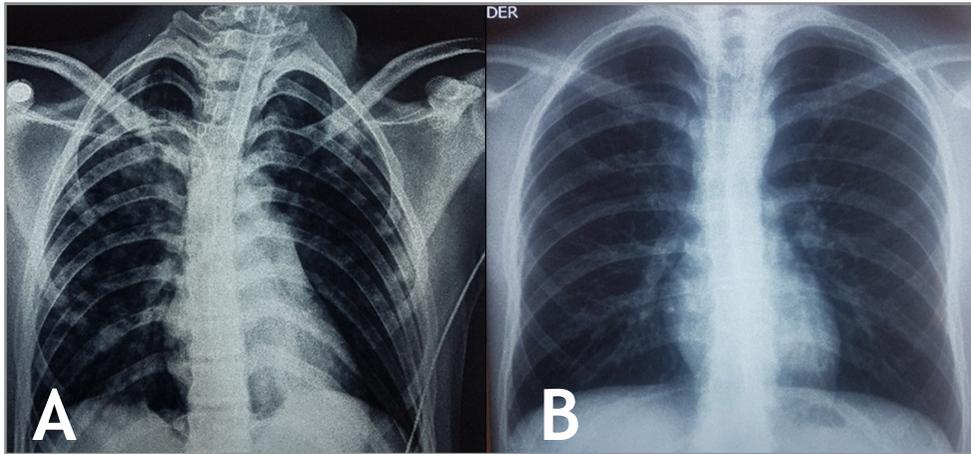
Radiografía de tórax al ingreso (A) y al egreso (B) del paciente de la Unidad de Terapia Intensiva (adultos)
